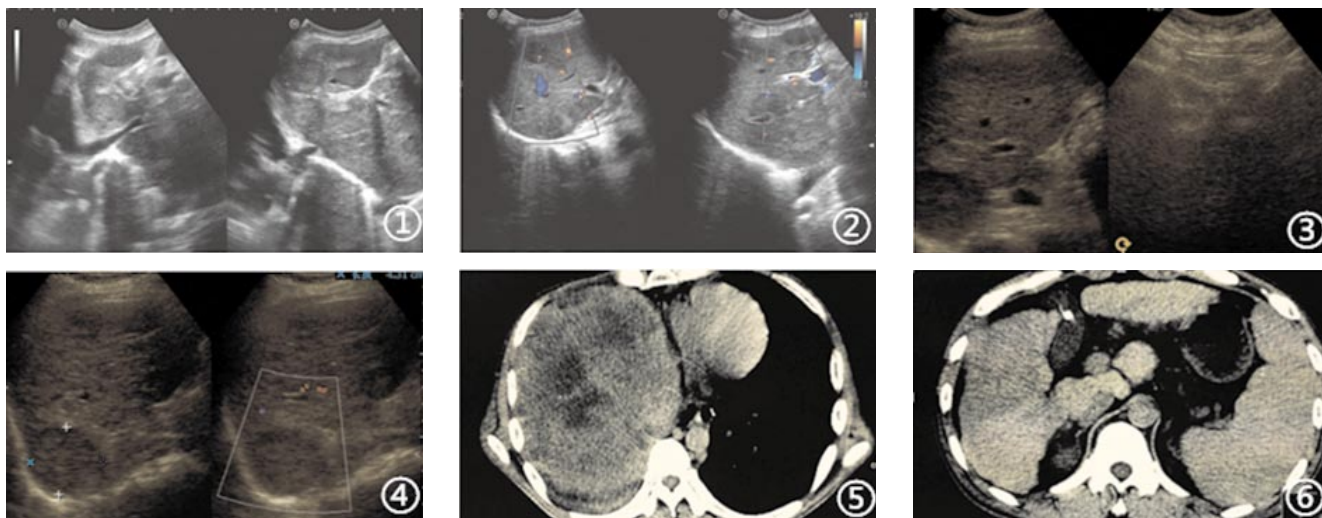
B超 大小形态正常,肝内可见多类圆形低回声包块,较大约3.2×3.4cm,边界清楚,周边可见低回声晕环,彩色多普勒提示其血流信号,肝内实性占位,不排除肝Ca可能,建议进一步检查确诊。图3-4 B超 大小形态不规则,肝内探及数个低回声结节,较大约4.1×4.3cm,肝表面不平,呈“波浪状”,肝占位,考虑肝Ca;图5 CT 肝右叶形态饱满,体积增大,肝右叶见局灶状稍低密度占位影,其内可见斑片状更低密度影,大小约14cm×13cm×19cm,诊断为巨快肝Ca。图6 CT 肝脏形态失常,左叶及尾叶体积相对增大,肝表面不光整,肝裂增宽,肝内胆管无扩张,肝左叶不规则团块状稍低密度影,边界欠清,内并建小斑片更低密度影,肝右叶占位,考虑肝Ca。
